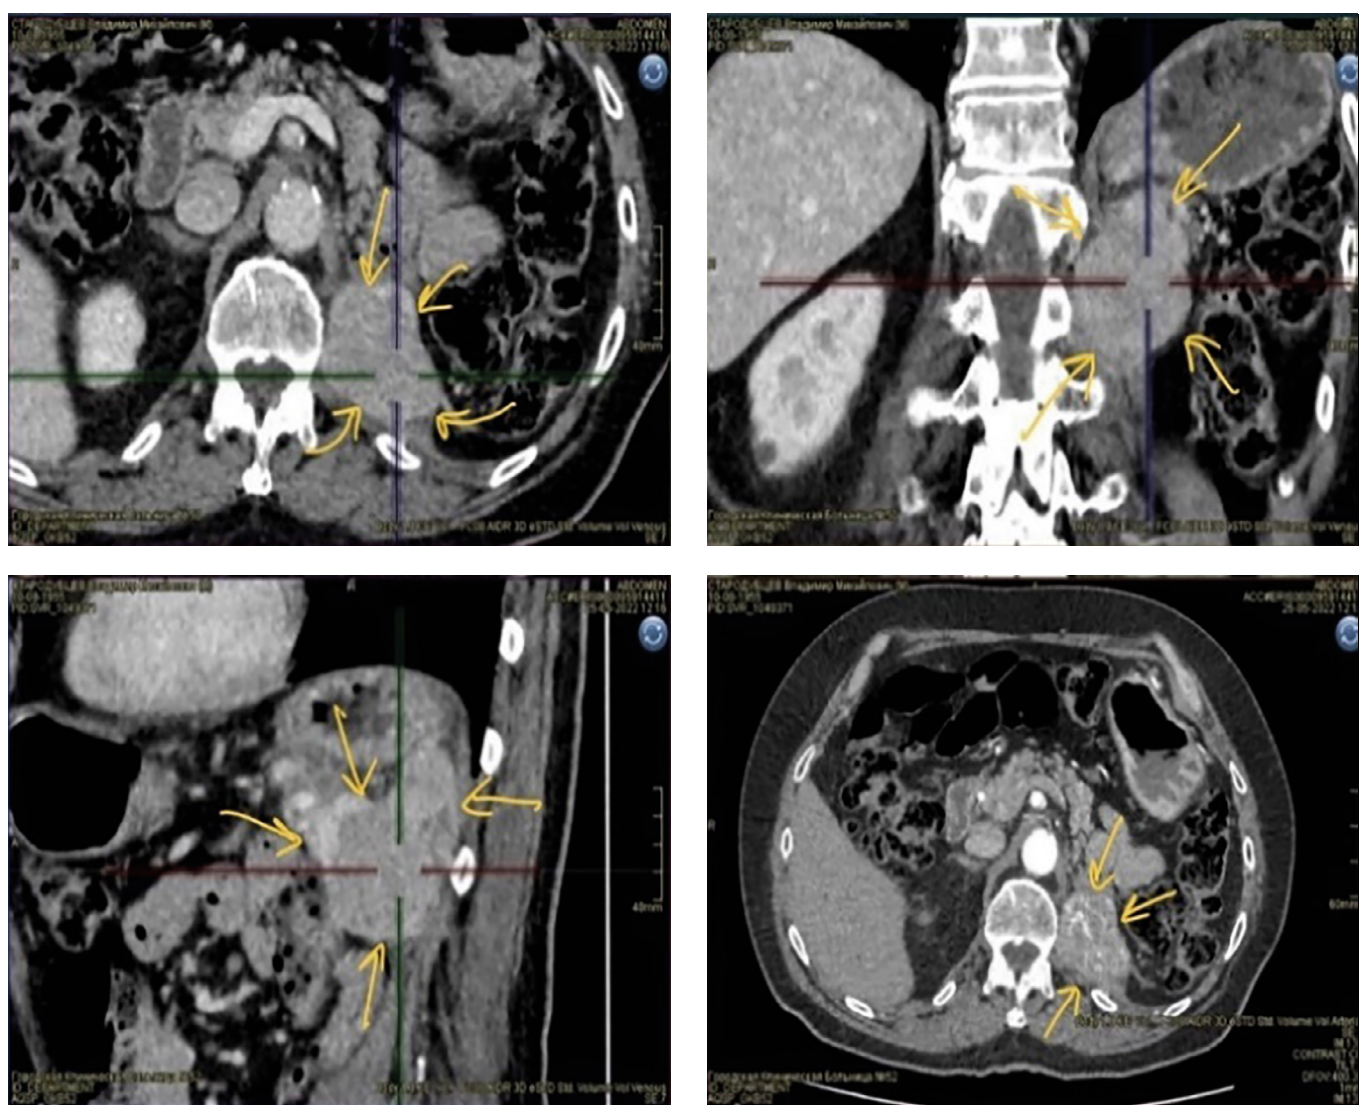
МСКТ органов брюшной полости пациента, июнь 2022 г.
